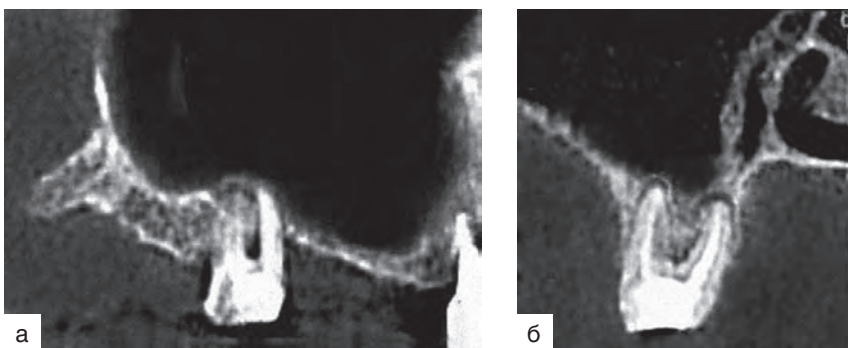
Конусно-лучевые компьютерные томограммы верхней челюсти справа: а — панорамный срез (фрагмент); б — трансверсальный срез. Хронический периодонтит у дистального щечного и небного корней зуба 1.7
